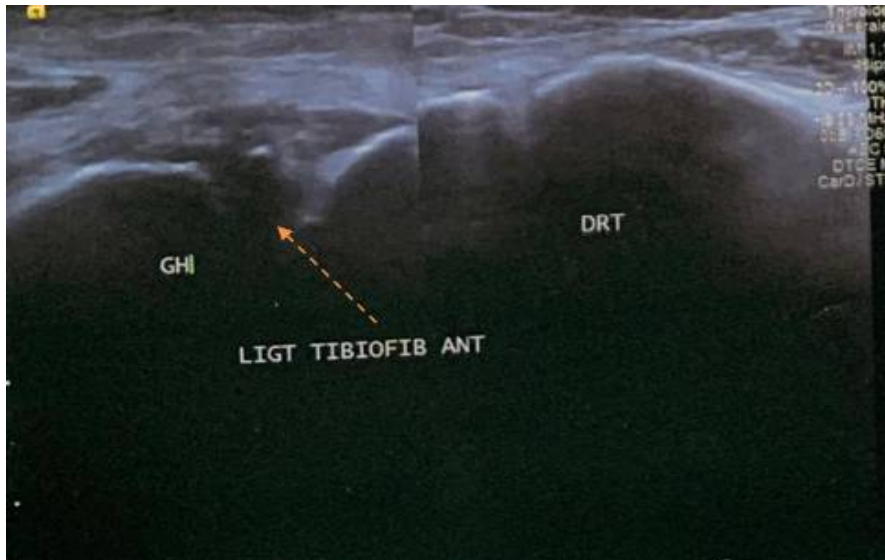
Aspect échographique en faveur d'une rupture totale du LTFAD (flèche en orange) de la cheville gauche[09].
